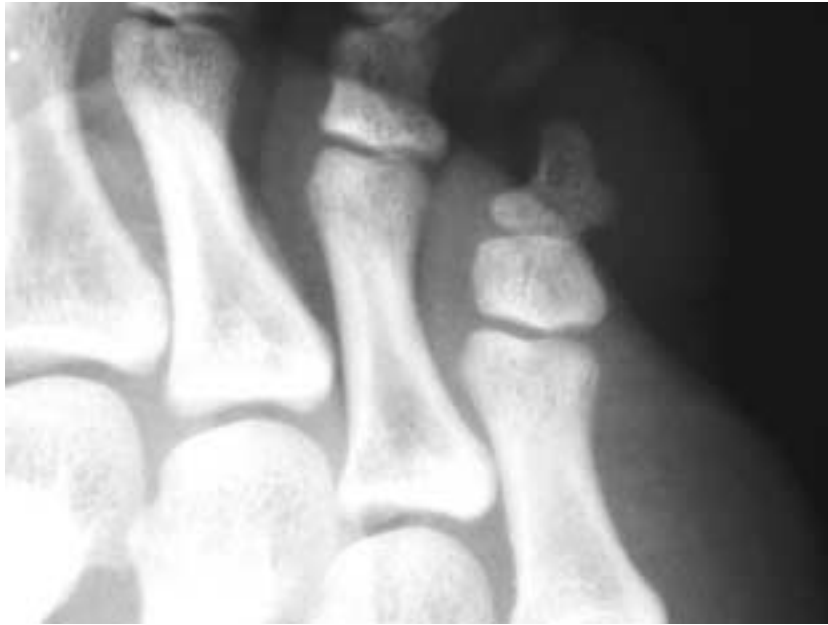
Oblique view of plain radiograph showing three-phalanged 5th toe in a 15 year-old-boy. Ossification center is unseen any more, which already seems to fused with shaft bone.
